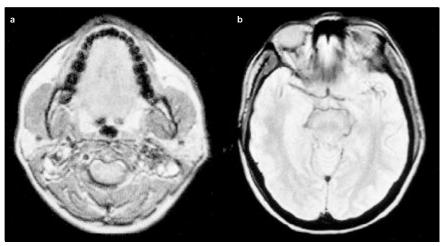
Resonancia magnética de cráneo que muestra hipertrofia simétrica de los músculos maseteros (a) y temporales (b).
